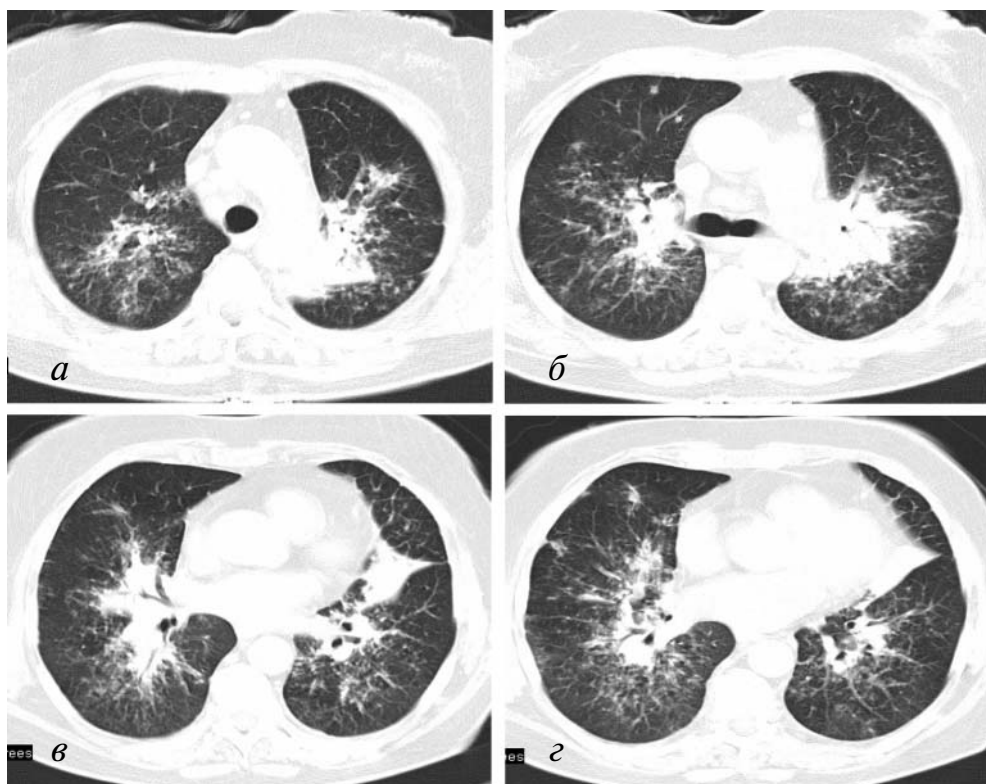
(а, б, в, з). КТ-граммы больной К. На представленных аксиальных срезах в прикорневых отделах обоих легких отмечаются очаговые уплотнения различной интенсивности, преимущественными размерами 3–8 мм, имеющие тенденцию к слиянию с вышеотмеченными зонами инфильтрации, множественные, различных размеров (15–21 мм), медиастинальные лимфоузлы паратрахеальной, парааортальной групп
